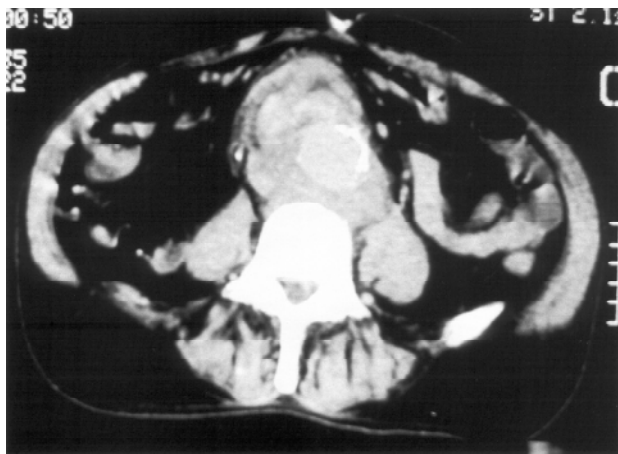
Angiotomografia de aorta.
